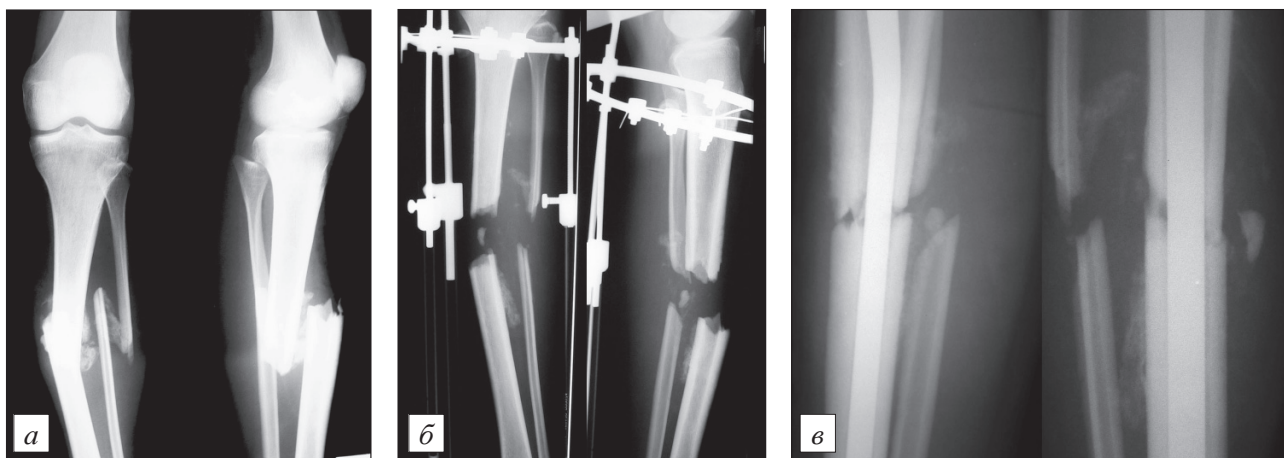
Рентгенограммы больной Г., 19 лет.
